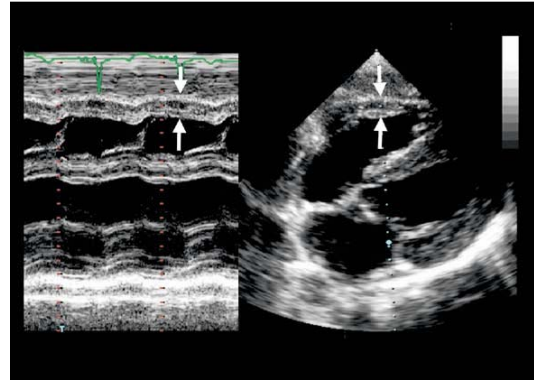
用M型（左）和经胸剑下（右）超声心动图测量右心室壁厚度（箭头所示）的方法。
